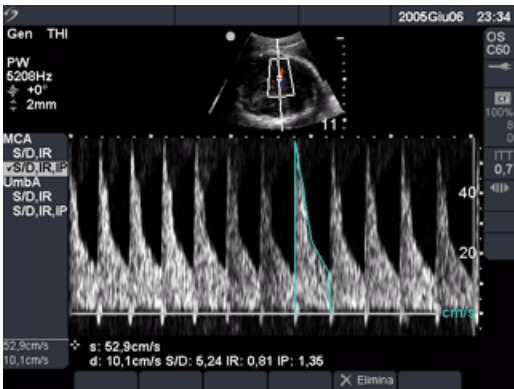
Calcoli Doppler OS
